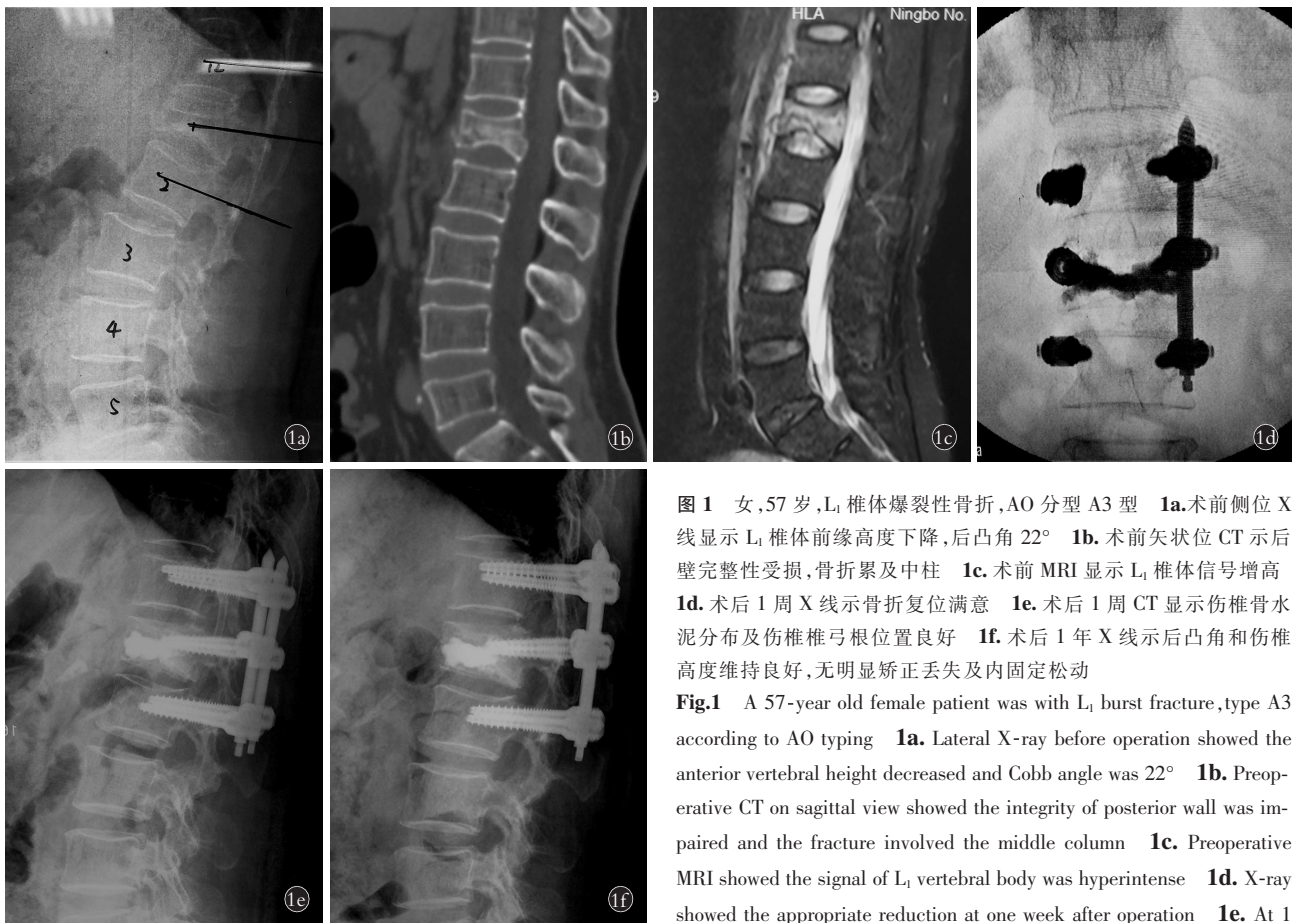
女, 57 岁, L<sub>1</sub> 椎体爆裂性骨折, AO 分型 A3 型 1a. 术前侧位 X 线显示 L<sub>1</sub> 椎体前缘高度下降, 后凸角 22° 1b. 术前矢状位 CT 示后壁完整性受损, 骨折累及中柱 1c. 术前 MRI 显示 L<sub>1</sub> 椎体信号增高 1d. 术后 1 周 X 线示骨折复位满意 1e. 术后 1 周 CT 显示伤椎骨水泥分布及伤椎椎弓根位置良好 1f. 术后 1 年 X 线示后凸角和伤椎高度维持良好, 无明显矫正丢失及内固定松动
